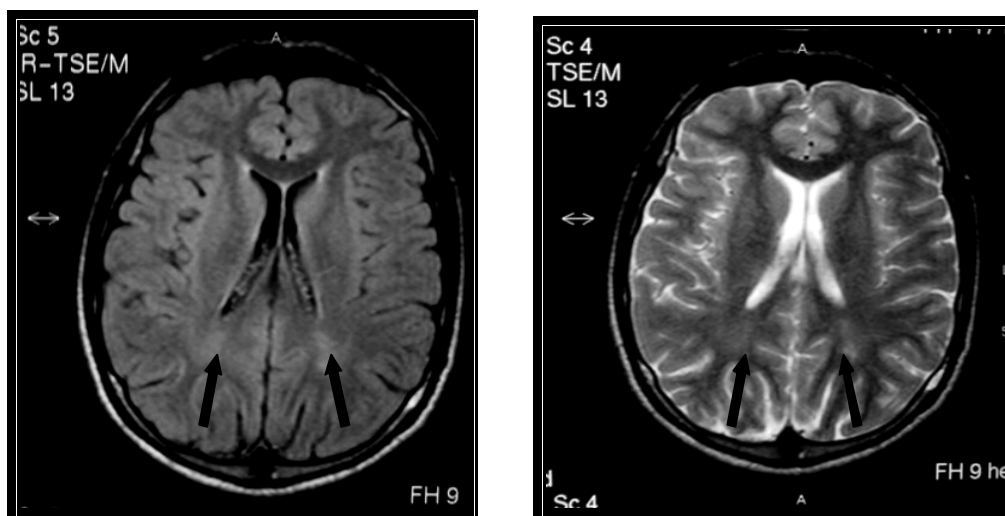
RM do encéfalo do paciente 28. Jovem de 18 anos. Axial FLAIR e T2. Hiper sinal impreciso periatrial bilateral.
